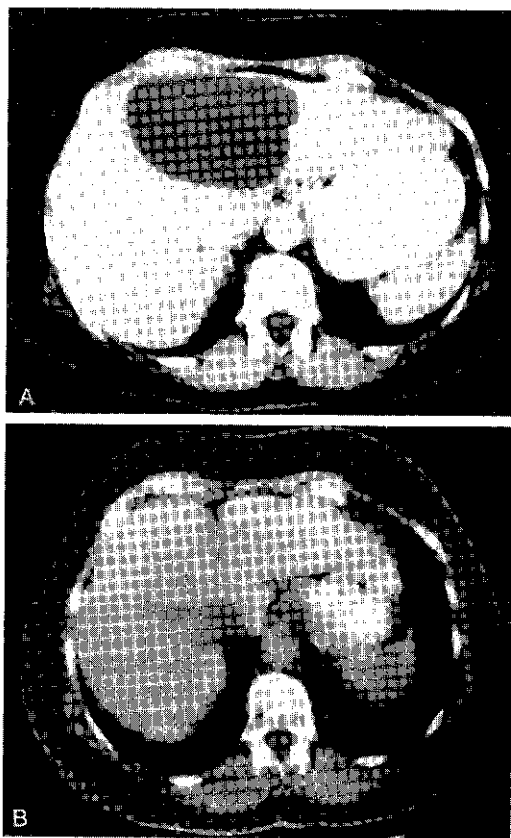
A. TC que muestra un gran quiste congénito del lóbulo derecho del hígado en una mujer de 57 años de edad, quien presentó un dolor agudo como consecuencia de una hemorragia intraquística. B. TC obtenida luego del destechamiento amplio del quiste. Se puede observar un pequeño quiste residual formado por una escasa porción restante del epitelio de la pared del quiste. Luego de la operación la paciente permaneció asintomática durante 6 años.
